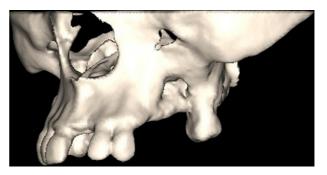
Tomografia computadorizada com reconstrução 3-D mostrando o sítio operado.
